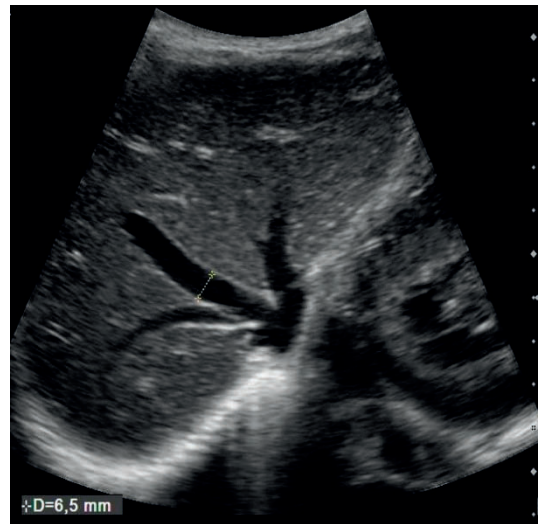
Sonographische Bildbeispiele zu verschiedenen Fibroseausprägungen
